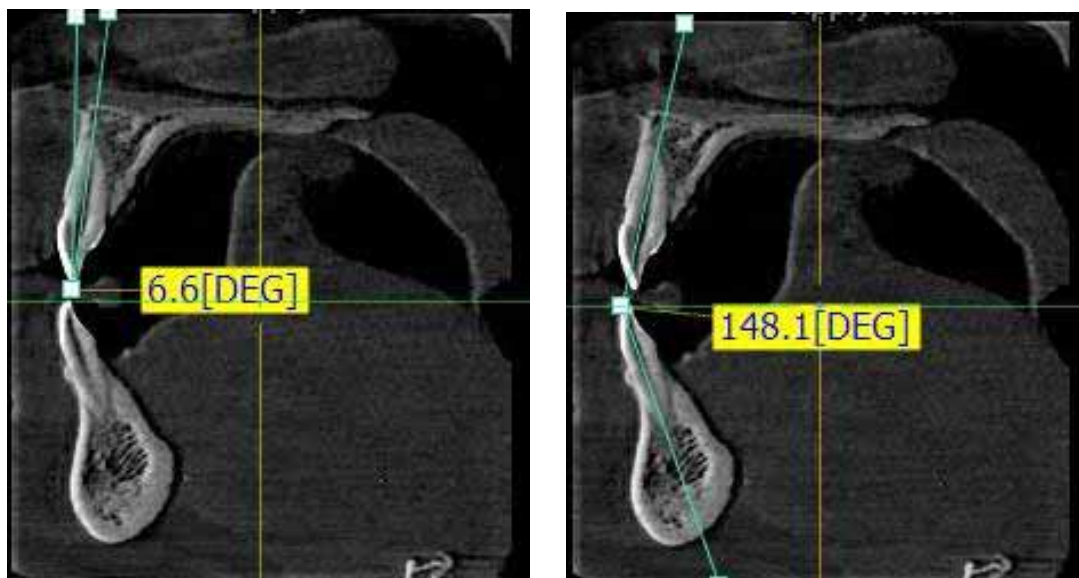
Варианты расположения медиальных резцов на снимках конусно-лучевых компьютерных томограмм при их ретрузионном расположении
